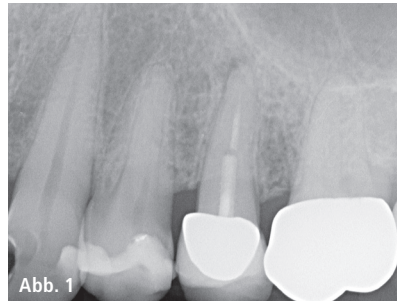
Ausgangsröntgenbild des Zahns 25, apikale Parodontitis mit insuffizienter Wurzelfüllung und Stift in situ, Sekundärkaries an Zahn 24 distal. – Abb. 2: Entfernter Radix-Anker.
